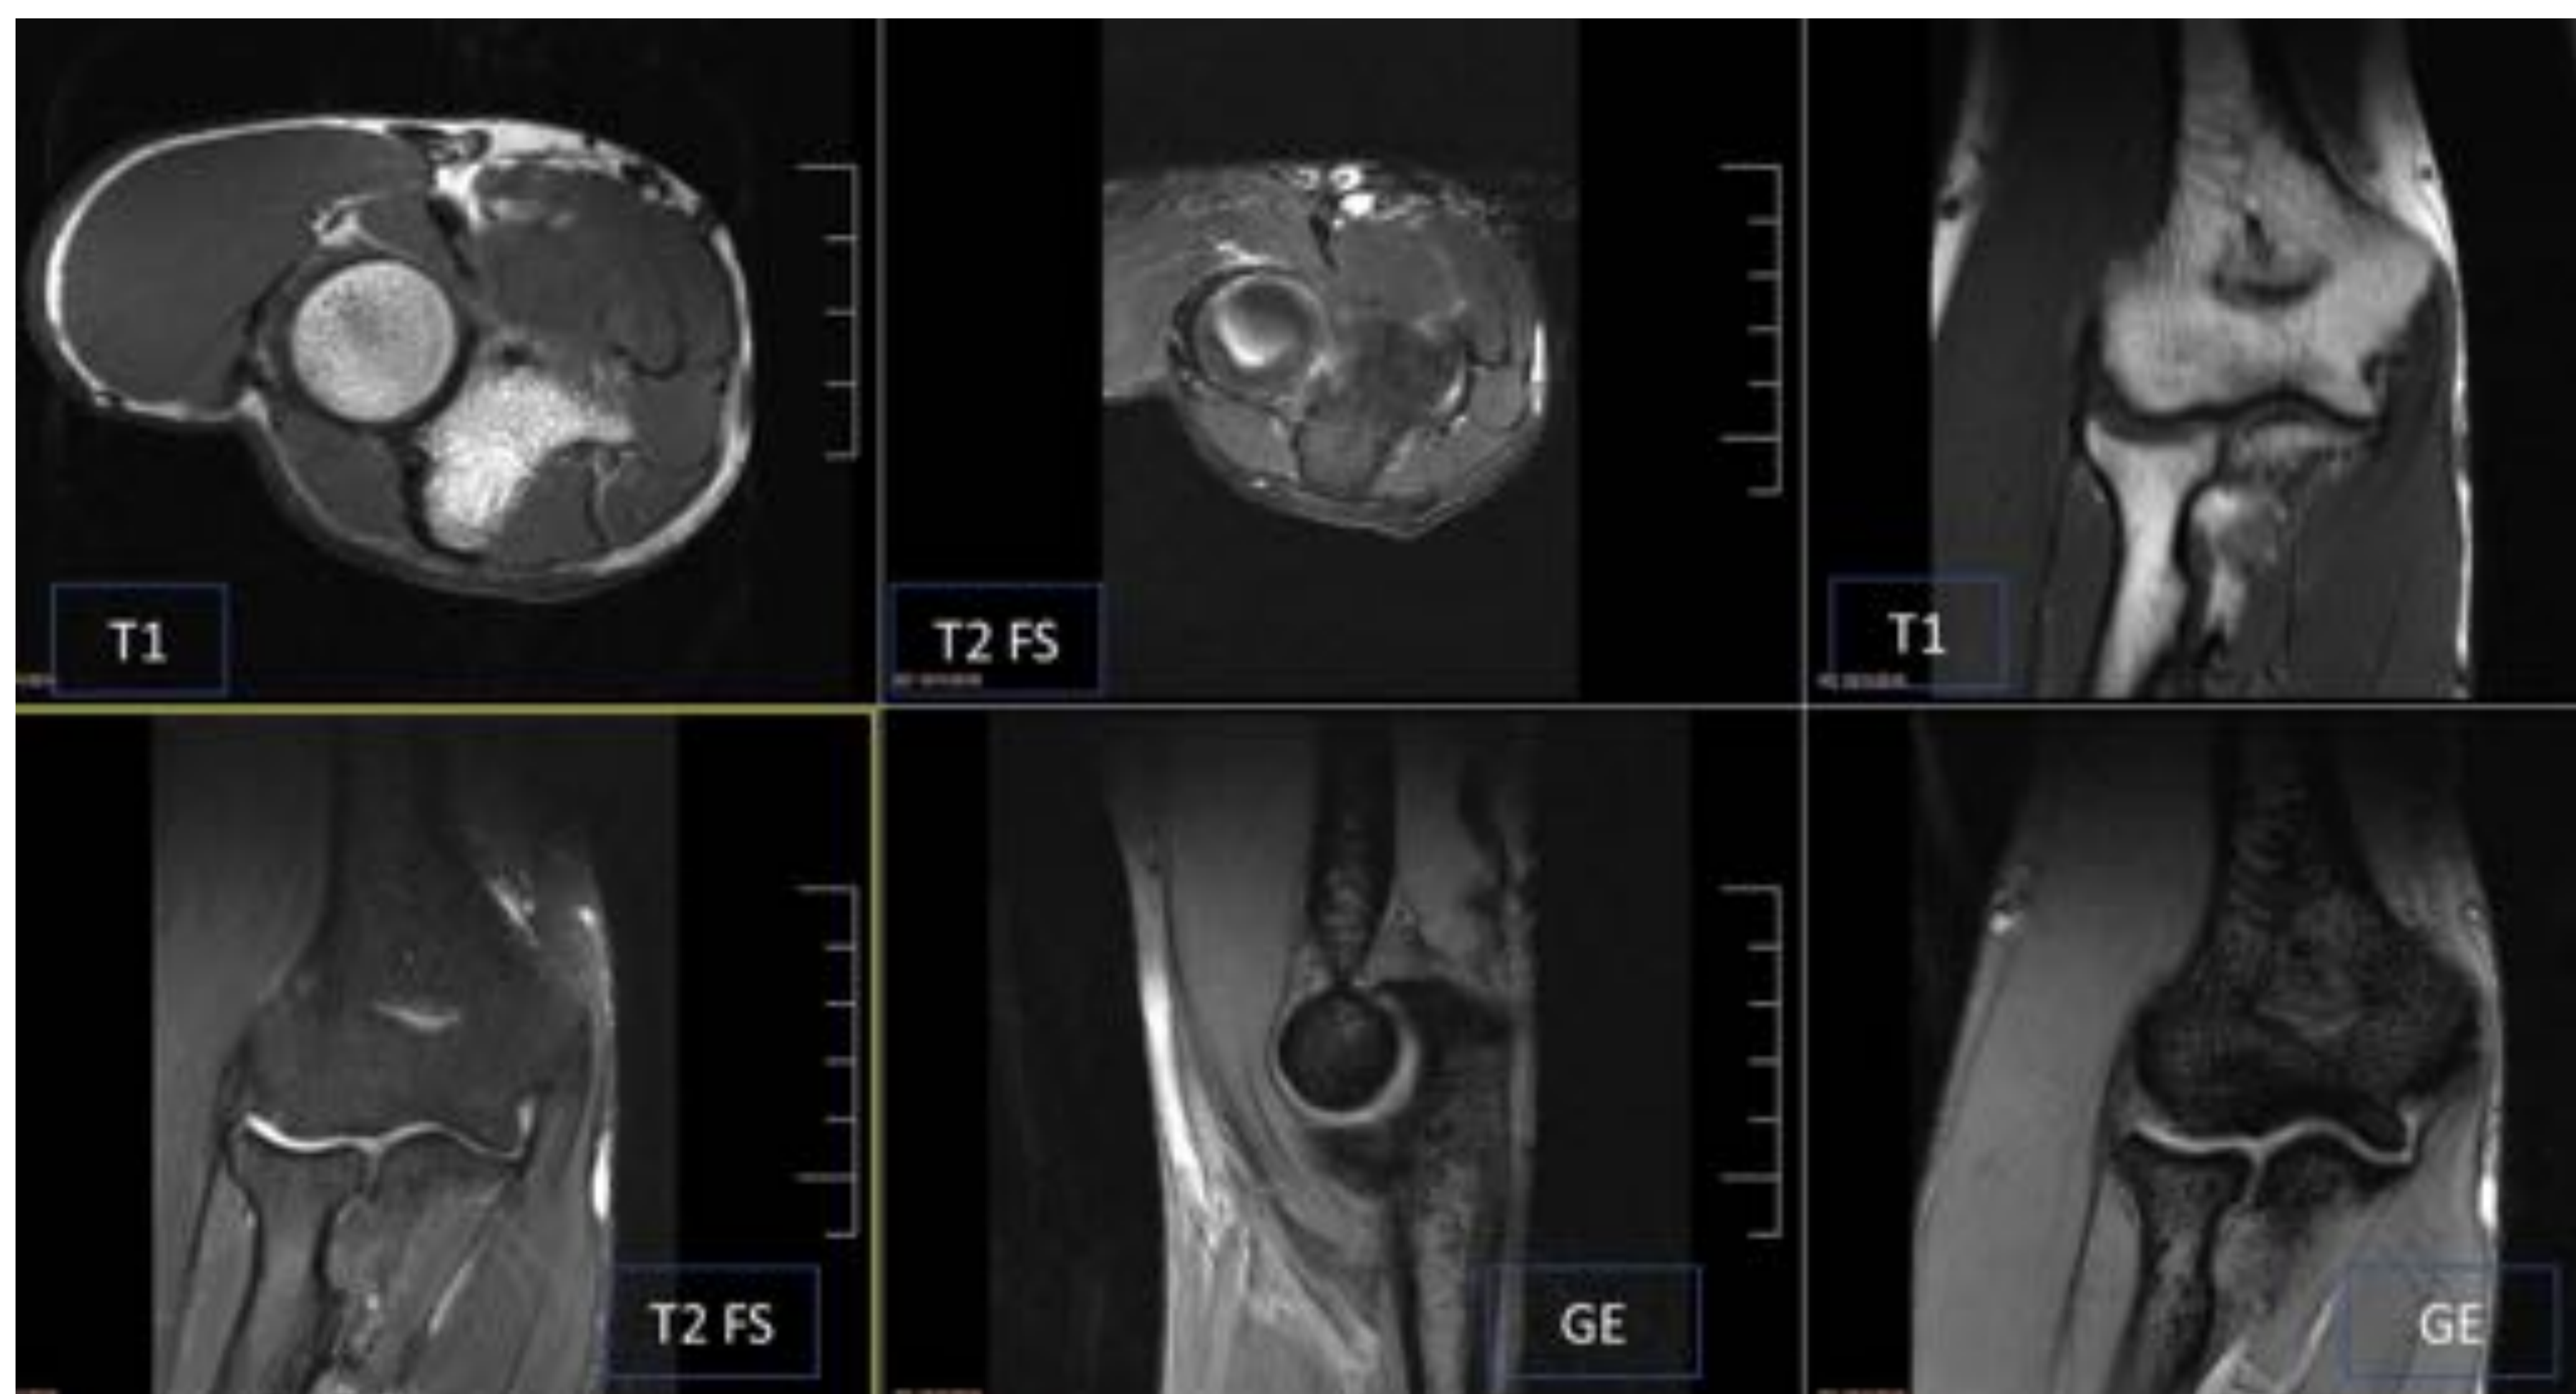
Protocolo de secuencias RM HUMT.
